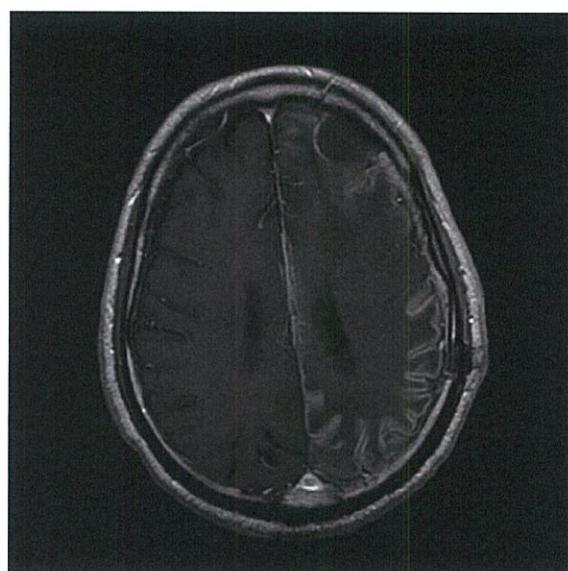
手術後MRI(造影T1強調画像)：左前頭葉腫瘍は摘出。皮質層状壊死がみられる。
